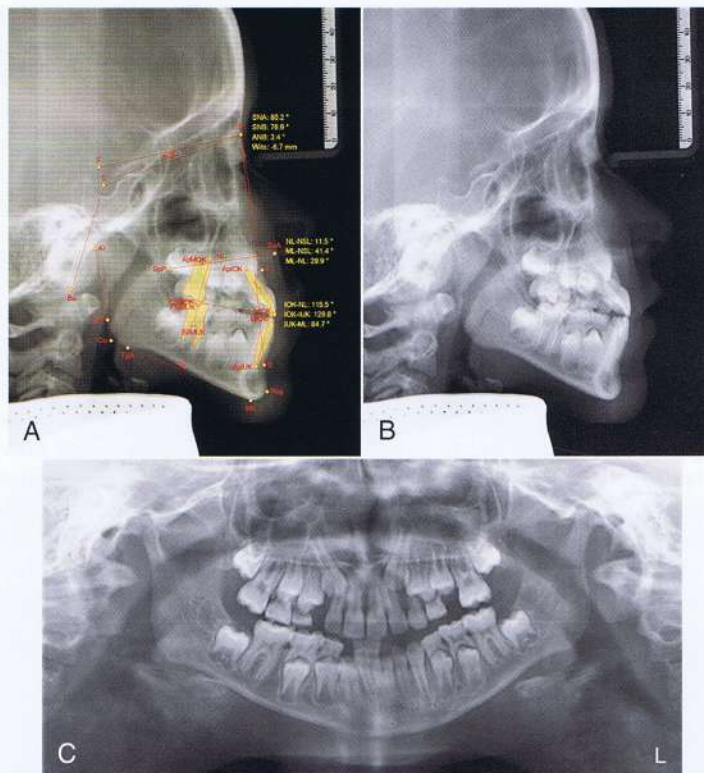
A y B, radiografías cefalométrica y (C) panorámica de un paciente que muestran una maloclusión Clase III. La valoración Wits es -6.7-mm.
